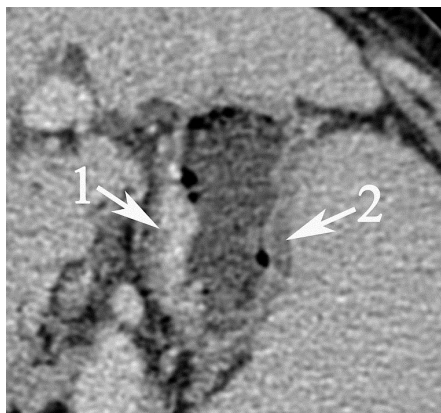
Пациентка Ю., 85 лет. КТ органов брюшной полости с внутривенным контрастированием (фрагмент). Аксиальная проекция. Венозная фаза. 1 — расширение левой желудочной вены до 7 мм, выбухание в просвет желудка на 5,6 мм; 2 — «транзитный дефект перфузии» как проявление портальной гипертензионной гастропатии
